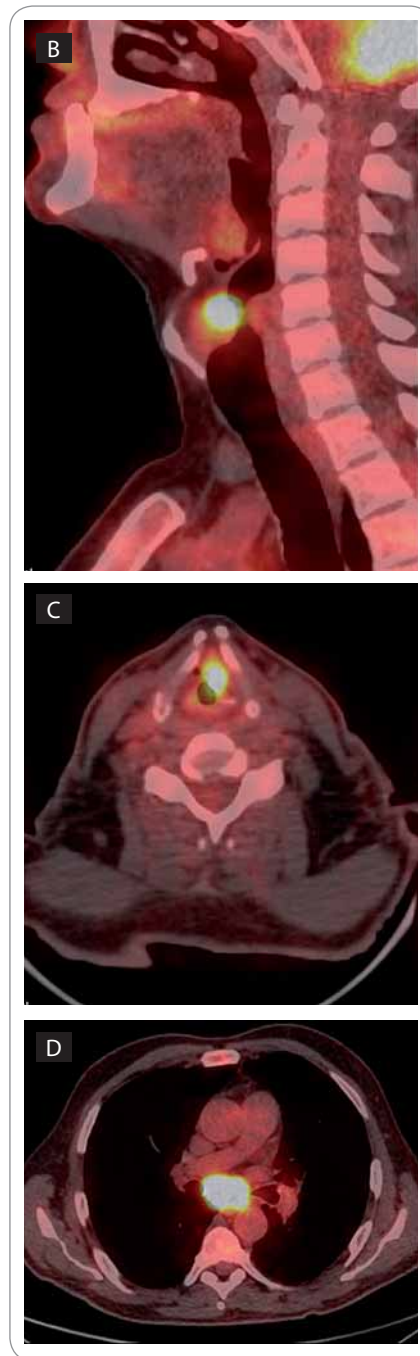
Sagittal and axial PET/CT image.
